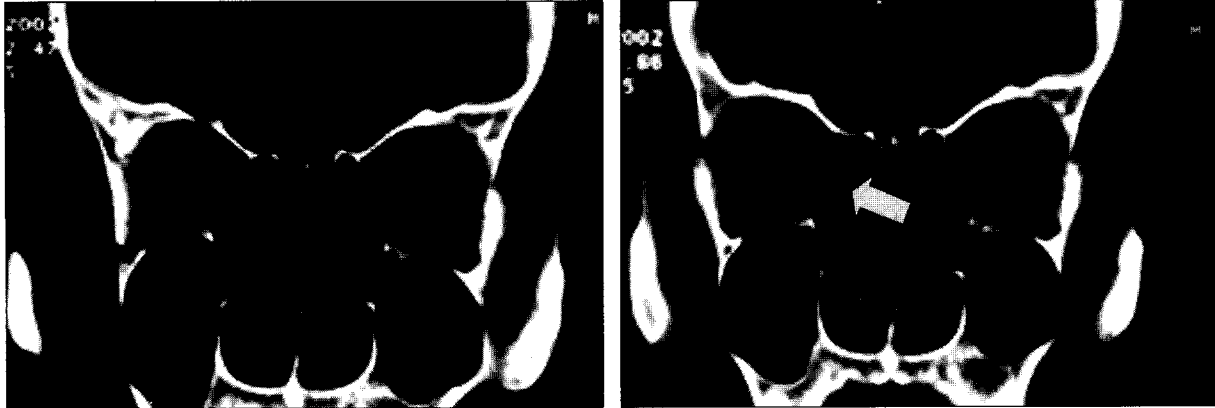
(Left) A preoperative coronal CT scan shows a right medial orbital wall fracture with displaced bony segment and periorbital soft tissue. (Right) A 3 months postoperative coronal CT scan shows correction of the right medial orbital fracture by freeing the soft tissue and reconstruction of the medial wall with Medpor®.
